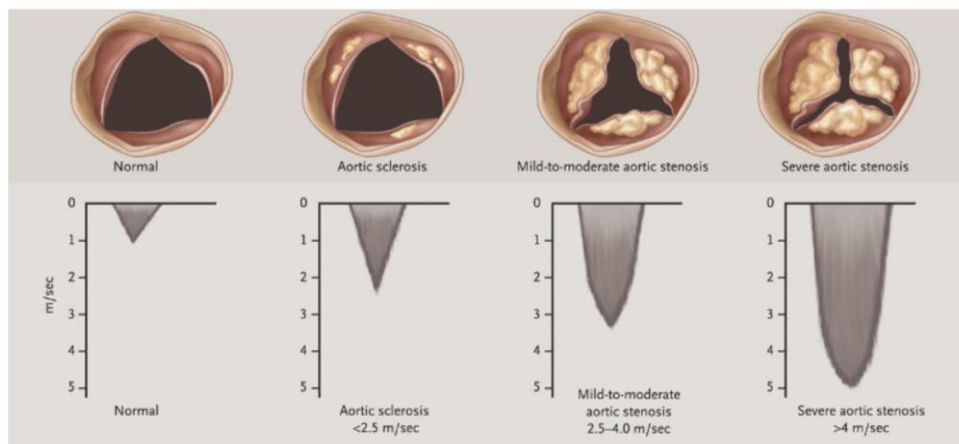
Progressão da estenose aórtica conforme gravidade de calcificação valvular e aumento progressivo na velocidade do jato aórtico. Observa-se conforme diminuição da área valvar aórtica, decorrente da imobilidade, provoca aumento, inversamente proporcional, na velocidade de jato. Figura de BRAUNWALD, 2018, “*Progressão da estenose aórtica calcificada, mostrando alterações nos aspectos histológicos da valva aórtica, folhetos abrindo em sístole e velocidades Doppler*”, (Rio de Janeiro: Elsevier), 2018.
